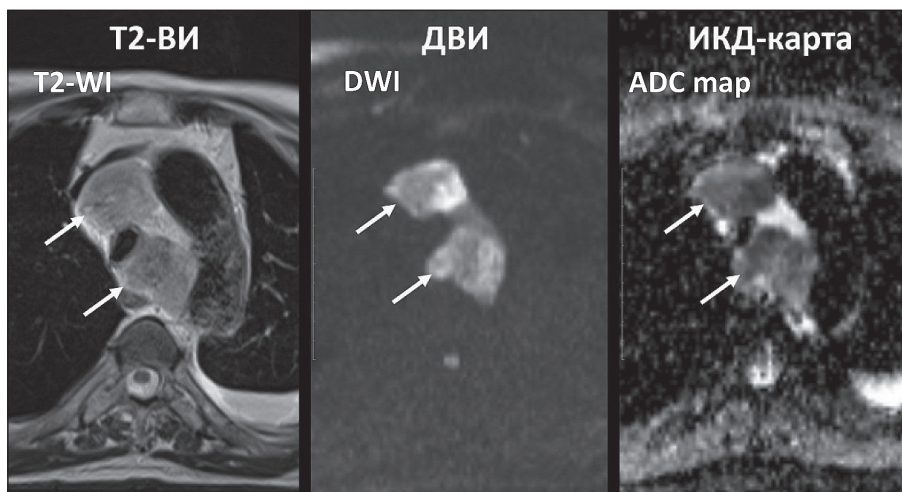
МР-томограммы средостения пациента с метастазами мелкоклеточного рака легкого в медиастинальных лимфоузлы. ЛУ (обозначены стрелками) имеют высокий сигнал на ДВИ и низкий сигнал на ИКД-карте вследствие ограничения диффузии, ИКД – $0,84 \times 10^{-3} \text{ мм}^2/\text{с}$
